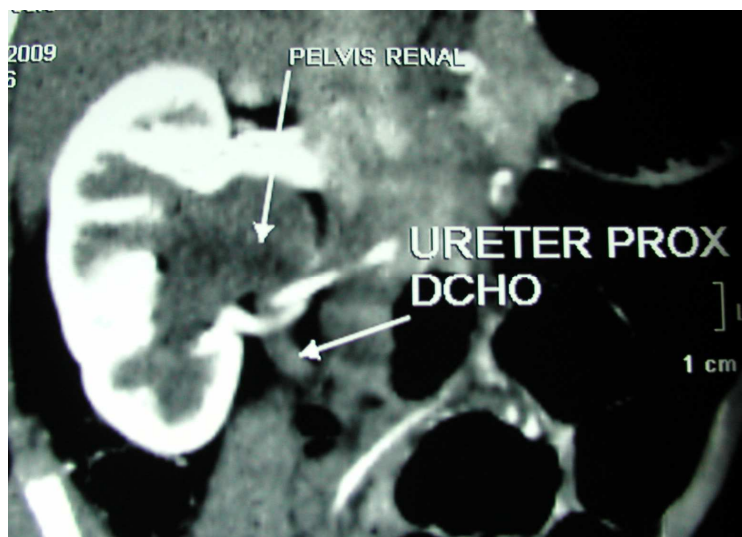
TAC helicoidal que muestra un vaso polar inferior aberrante como causa de la EPU.
